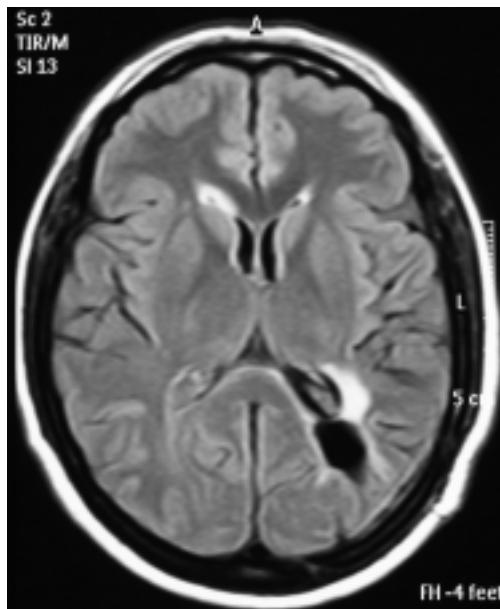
Brain MRI: Large parietotemporal lesion in the left hemisphere.
